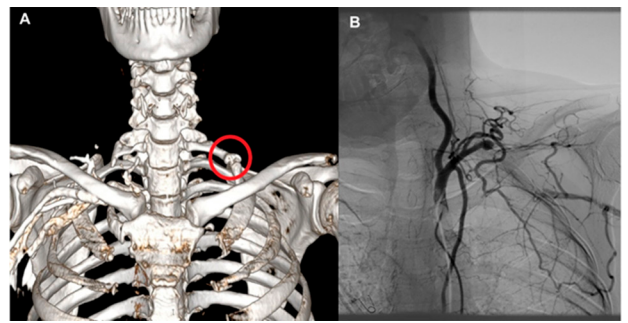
A. Angiotomografía: costilla cervical bilateral, con fusión costal anterior con el primer arco costal solo del lado izquierdo. B. Angiografía: aneurisma trombosado de arteria subclavia izquierda distal a la arteria vertebral, que recanaliza por colaterales en arteria axilar.
